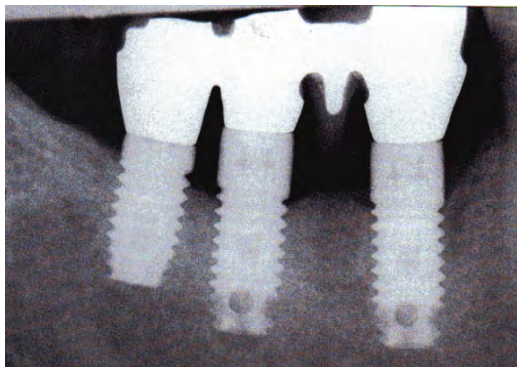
Radiografi e implanteve 3I
